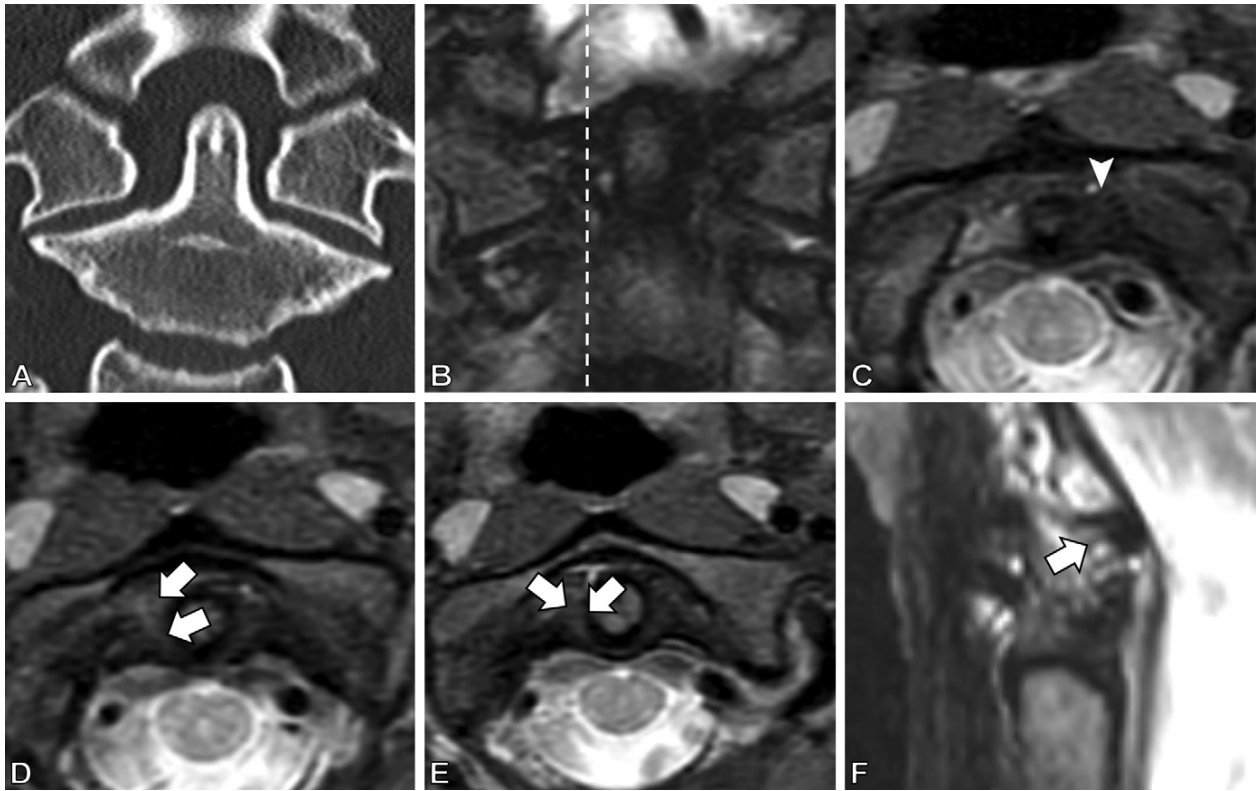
(A) Coronal noncontrast CT reconstruction in a 19-year-old man with partial rupture of the right alar ligament adjacent to the dens axis with lateral atlantodental interval asymmetry. (B–F) The partial alar ligament rupture can not only be seen on coronal (B) and transverse (C–E) noncontrast T2-weighted mDIXON turbo spin-echo MRI scans but also on the sagittal image (also a noncontrast T2-weighted mDIXON turbo spin-echo scan) (F) in the ventral parts of the ligament. Arrows in D–F indicate the partially ruptured ligament; arrowhead in C shows the intact left alar ligament. Dashed line in B shows the position of the sagittal plane.
